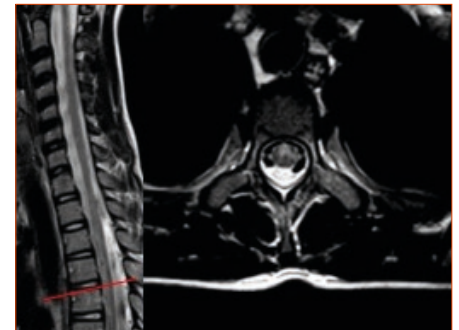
Resonancia magnética lumbar en la que se observa una prominente señal alta en T₂ con hiperintensidad en trazo de lápiz que se extiende entre los segmentos D2-3 y D6-7 en el plano sagital y dos puntos brillantes visibles en las imágenes potenciadas en T₂ en el plano axial (signo de los 'ojos de lechuza'), correspondientes a la afectación del territorio de la arteria espinal anterior.
